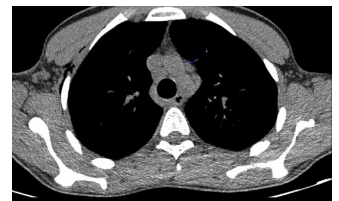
CT of thorax demonstrating mediastinal lymph nodes.
